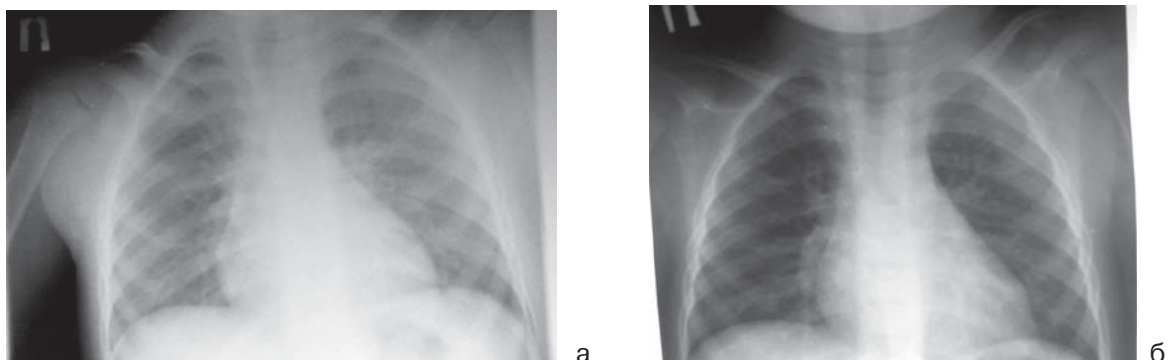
Рентгенограма органів грудної клітки пацієнта з тотальним дефіцитом IgE і двобічним інтерстиціальним пневмонітом EBV-етіології до (а) і після лікування (б)
